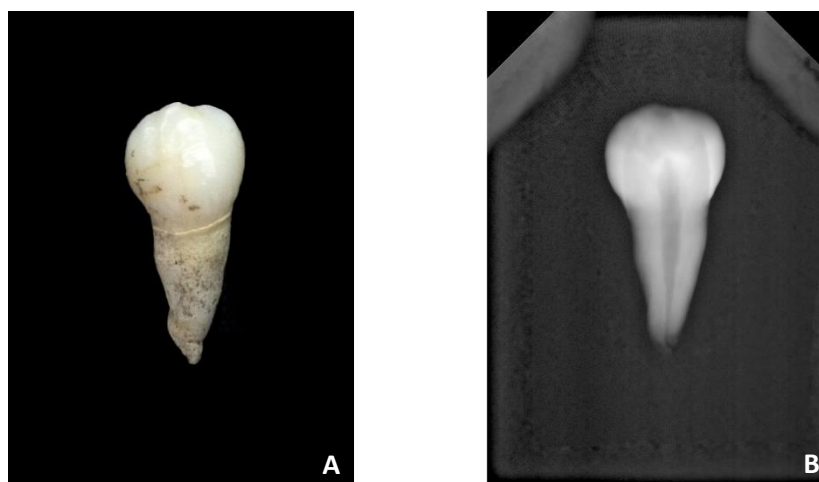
Canino superior esquerdo (dente 23) do indivíduo 133 (PAVd'09). A – Fotografia evidenciando a sua forma peculiar (não se encontra em posição anatómica). B – Radiografia periapical labio-lingual com visibilidade da câmara polpar.
